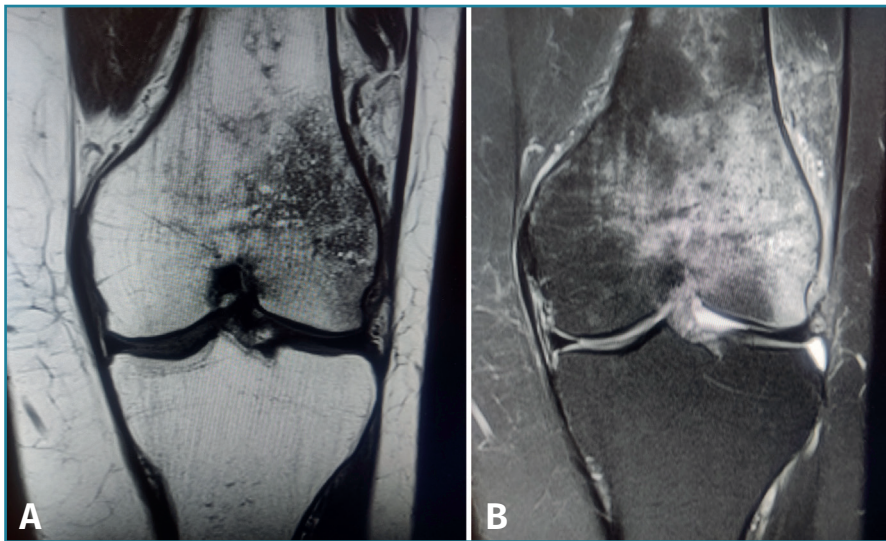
Cortes coronales de resonancia magnética de rodilla izquierda con edema óseo de origen traumático. A: en las secuencias potenciadas en T1 el edema óseo presenta una señal hipointensa; B: en las secuencias potenciadas en T2, presenta una señal hiperintensa.
